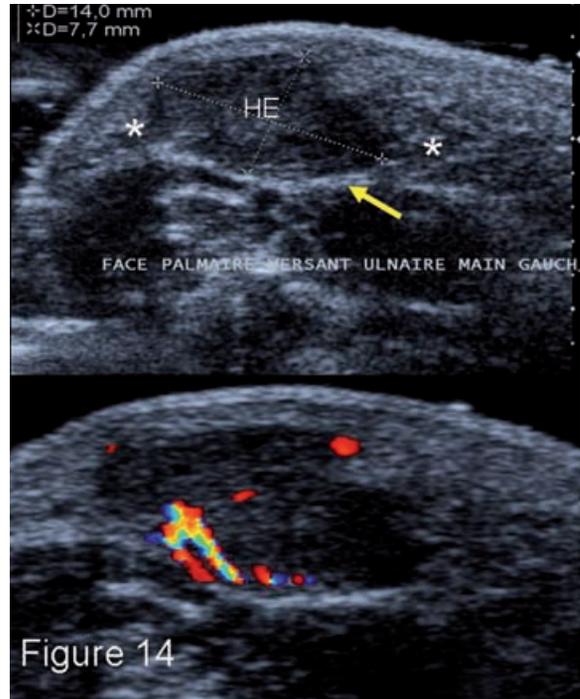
Coupes échographiques transversales de l'éminence hypothénar chez un patient qui y présente une masse molle bleutée et signale des paresthésies au niveau de la face palmaire de l'annulaire et de l'auriculaire. La masse est disposée transversalement dans le muscle court palmaire, dont on aperçoit les portions périphériques (*). La masse, qui est hypoéchogène et présente une vascularisation mixte très marquée avec un aliasing témoignant de vitesses rapides, correspond à un hémangiome (HE). Aucun phlébolithe n'est objectivé. La branche superficielle du nerf ulnaire est étirée par la masse (flèche jaune).
